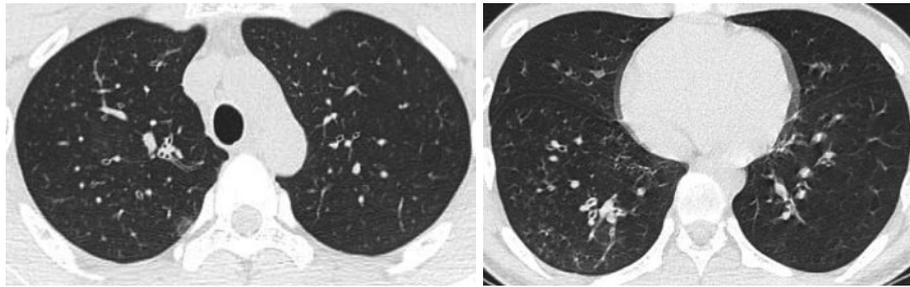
Chest CT on the third hospital day shows centrilobular small nodules and bilateral bronchial wall thickening.
